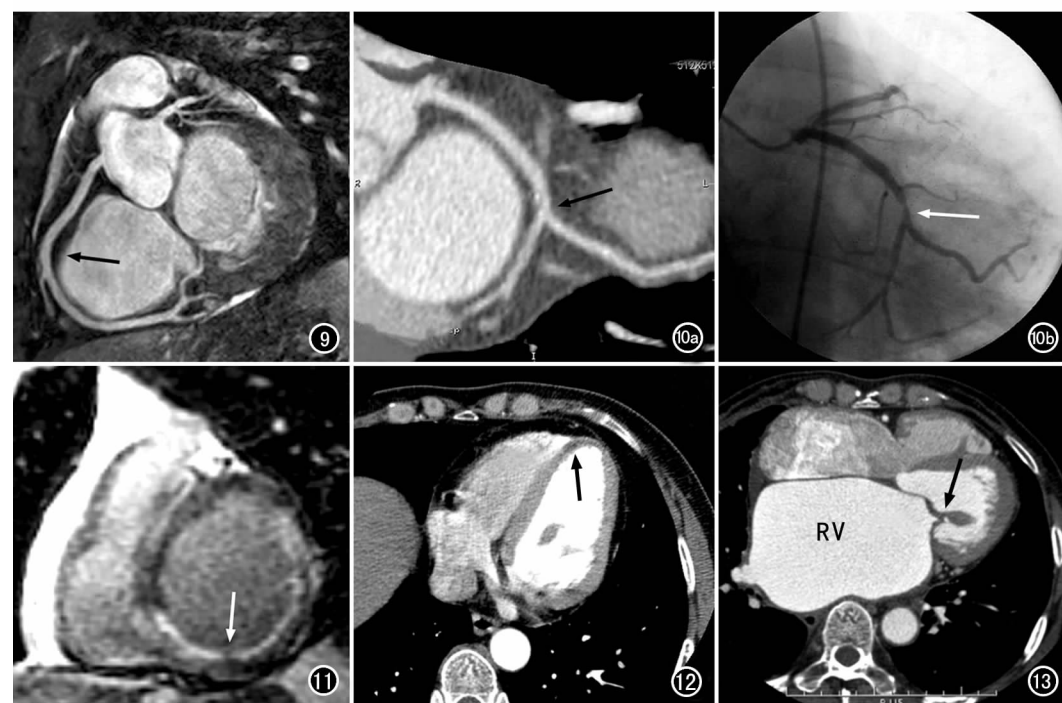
右冠状动脉(箭) MR 图像(3D FIESTA 序列)。图 10 a) MSCT 注射对比剂后冠状动脉成像,左旋支钙化及软斑块造成 50% 的管腔狭窄(箭); b) 冠状动脉 DSA 图像,与 CT 所见一致(箭)。图 11 心肌梗死 MR 图像(FGRE 序列),可见明显延迟增强(箭)。图 12 心肌梗死 MSCT 图像,注射对比剂后扫描可见低灌注区(箭)。图 13 二尖瓣狭窄 MSCT 图像,注射对比剂后扫描可见狭窄瓣膜口(箭)和扩大的右心室(RV)。
